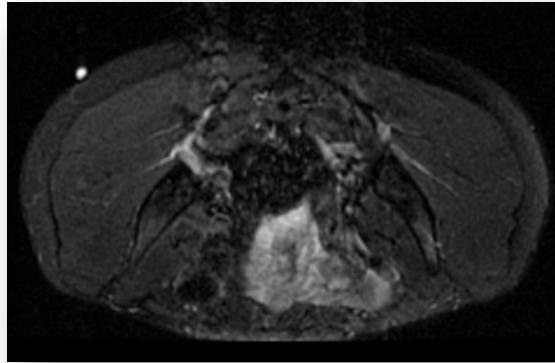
Imagen axial T2 sat fat a nivel región glútea (paciente en decúbito prono) (Foto archivo RM H. Liencres)
